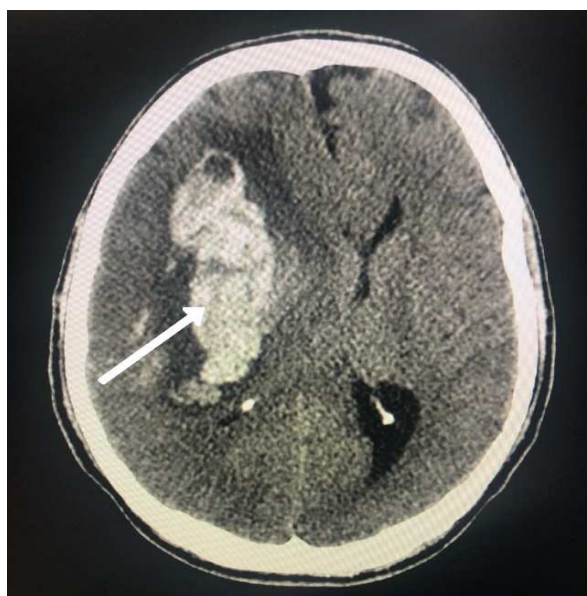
Hemorragia intraparenquimatosa. Posterior a la ruptura de aneurisma micótico, imagen tomada de la tomografía axial computarizada de sistema nervioso central del paciente del caso.
